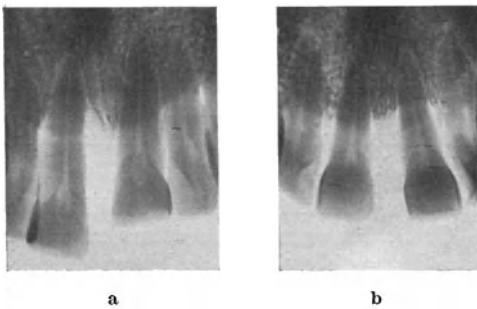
Röntgenbilder von der Stellungsänderung oberer mittlerer Schneidezähne bei Parodontitis (Lückenbildung!).
